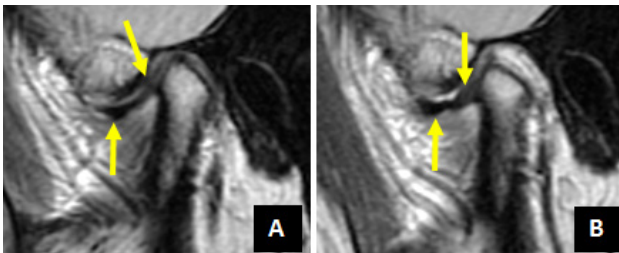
Imagen de RM en plano sagital mostrando A: en boca cerrada el disco desplazado y B disco en boca abierta sin reducción.
